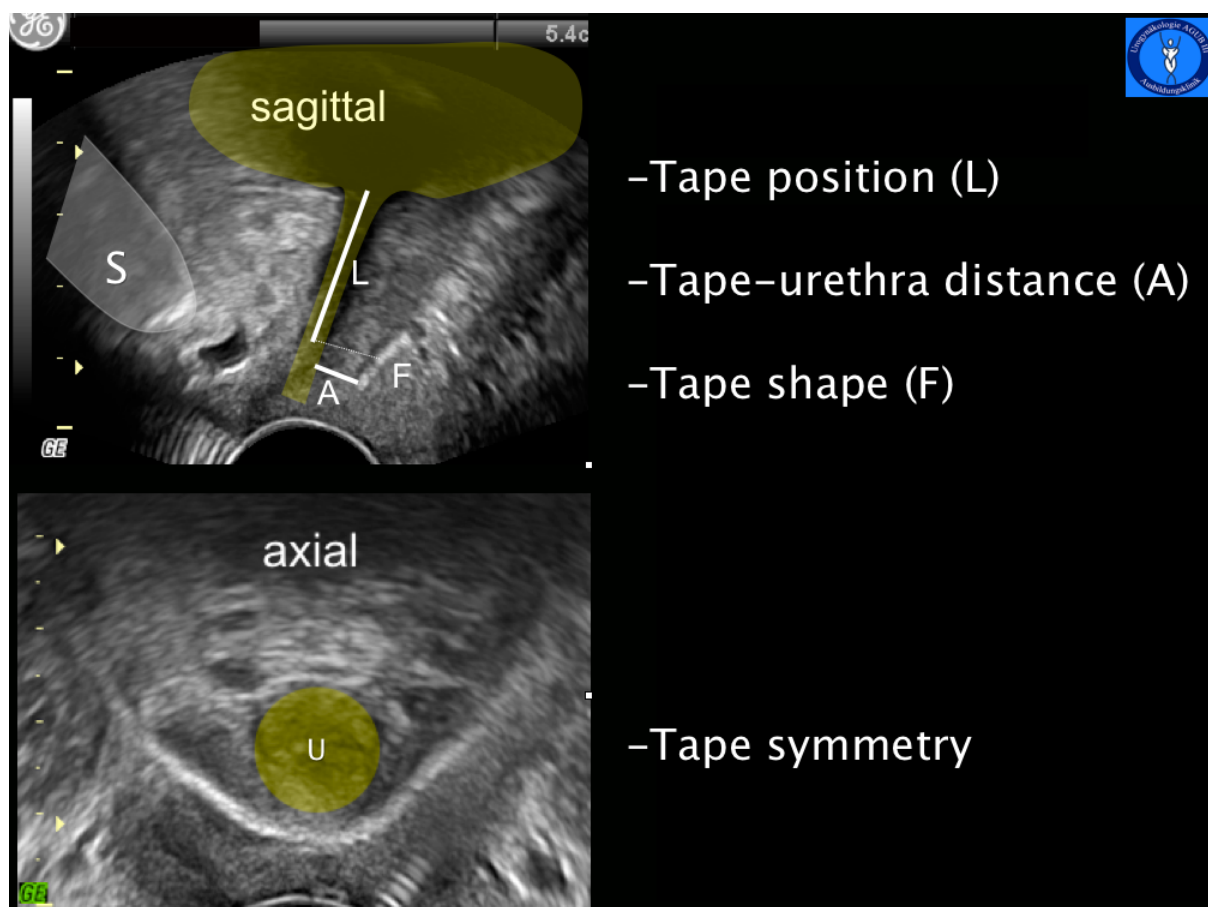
Pelvic Floor-Sonographie in der Sagittalebene oben und der Axialebene unten.
